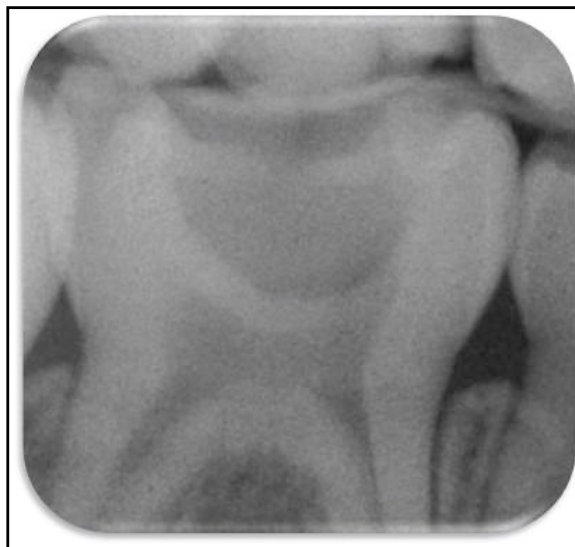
Radiografia periapical de um segundo molar temporário inferior direito no qual se vai realizar um tratamento de pulpotomia
